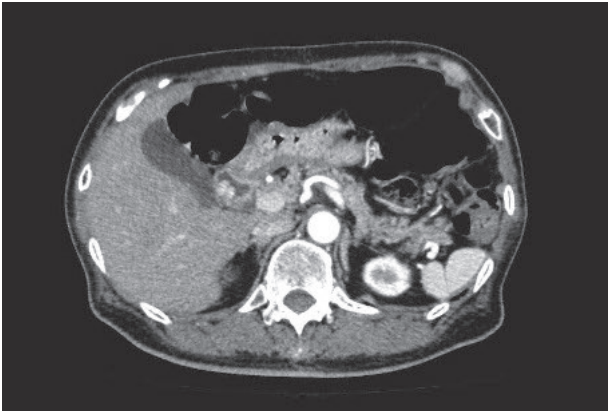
腹部造影CT. 十二指腸球部外側～背側壁に造影効果のある長径17 mm程度の隆起性病変あり.
